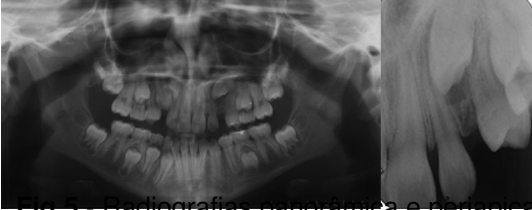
Radiografias panorâmica e periapical antes do tratamento.
